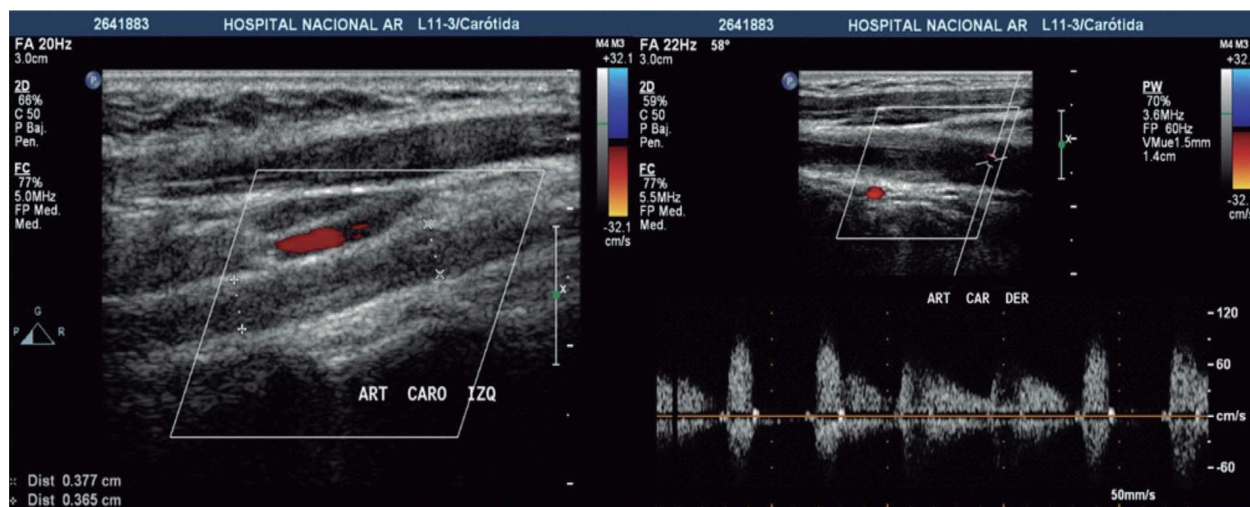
Ecografía doppler de arteria carótida izquierda y derecha.
